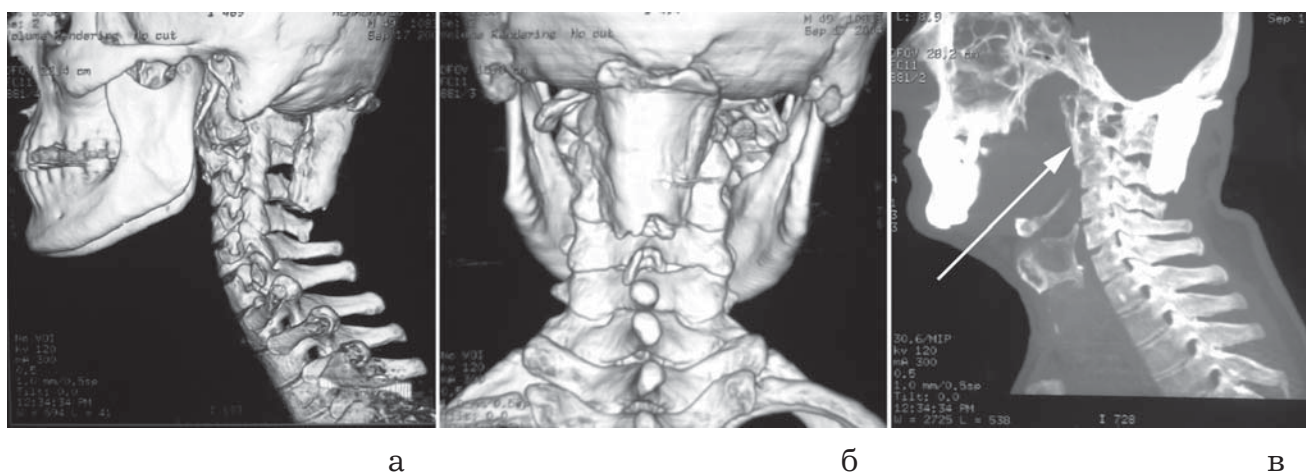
МРТ после операции краниоаксиального спондилодеза и заднего окципитоспондилодеза. Четкие признаки костного регенерата между передней частью большого затылочного отверстия и остатка тела С3 (стрелка).
